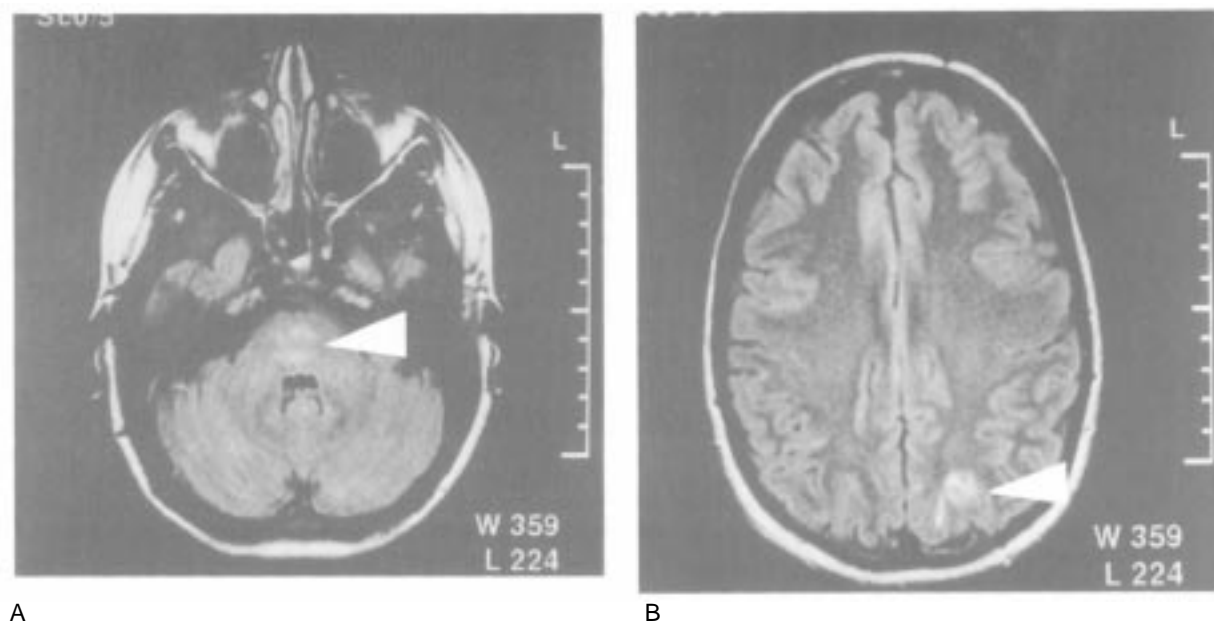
Resonancia nuclear magnética técnica FLAIR en planos axiales: A: imagen hiperintensa en tronco encefálico y, B: otra hiperintensa en región occipital izquierda (caso 2).
